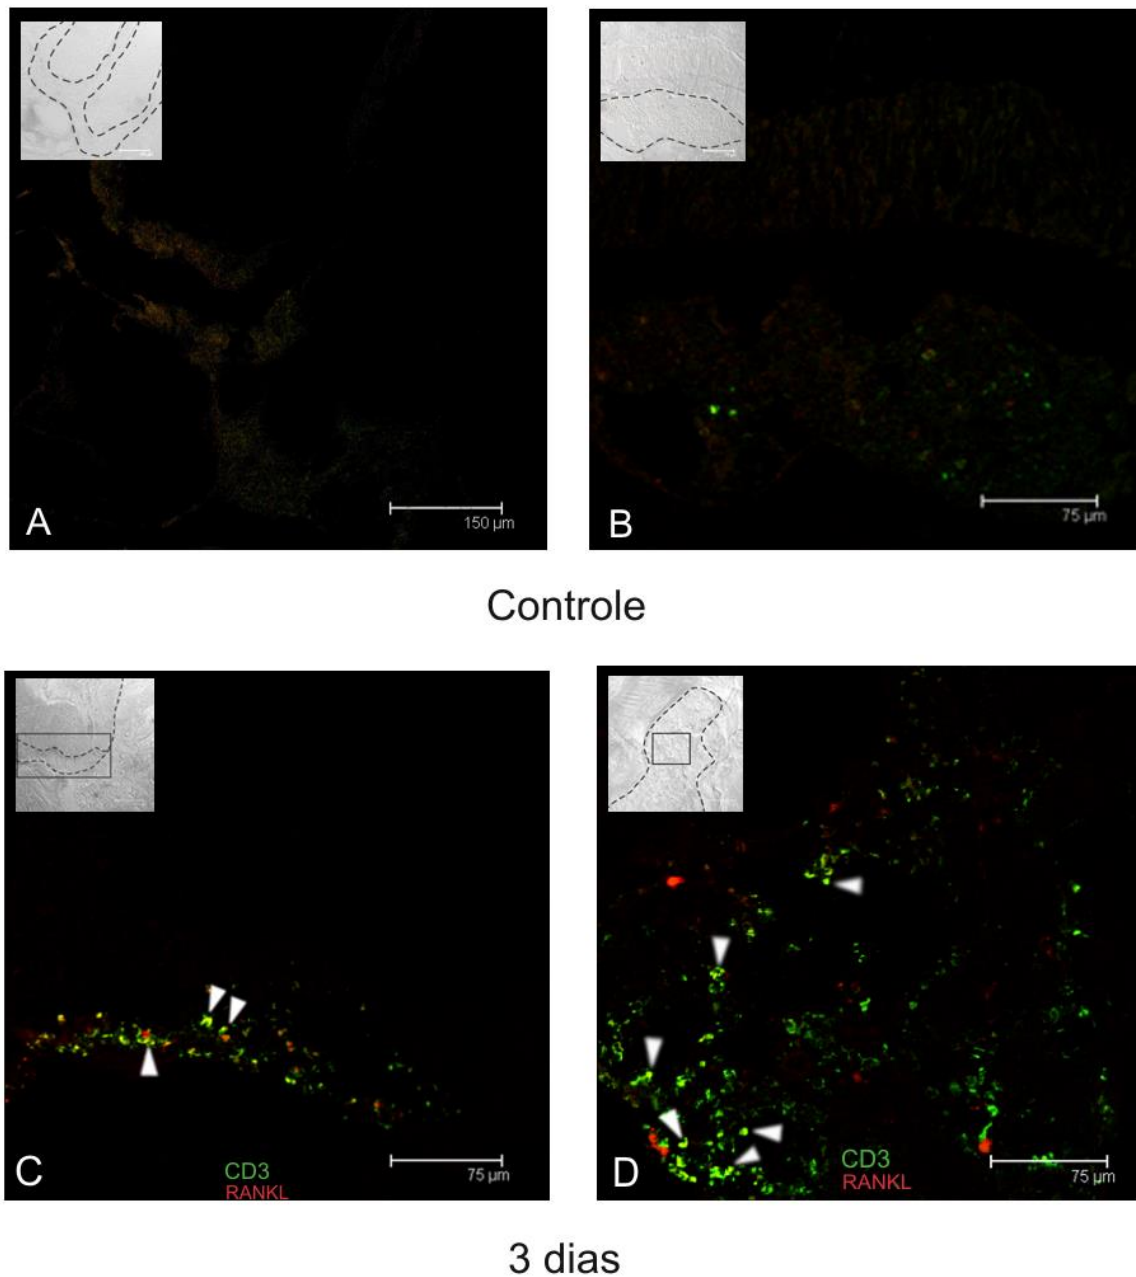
Marcação das células RANKL⁺/CD3⁺ na região periapical e espaço medular do osso alveolar nos camundongos C57BL/6.
